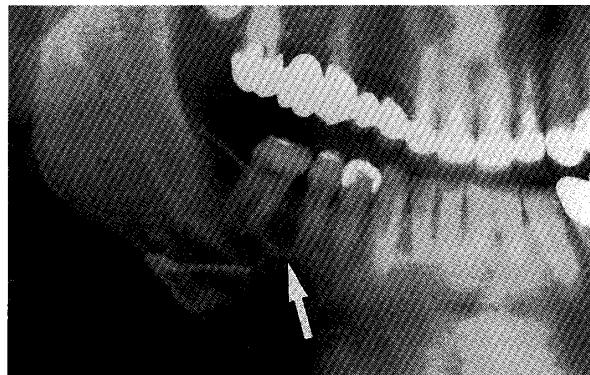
X-ray photograph of ameloblastoma (arrow) located in the alveolar bone, showing well circumscribed radiolucent lesion surrounded by a radiopaque thin layer.
